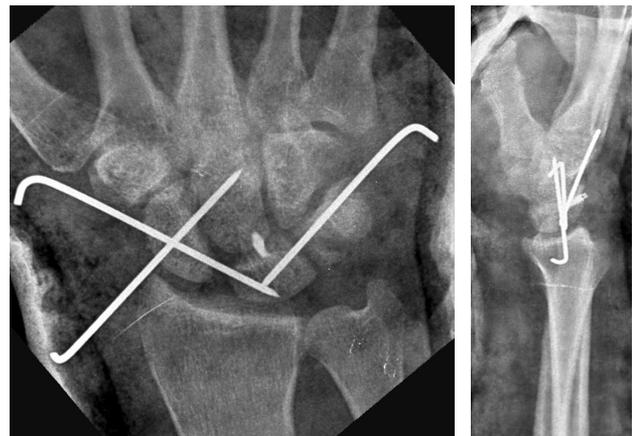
Radiografía tras la reducción abierta y fijación interna: a) proyección anteroposterior, y b) proyección lateral.
